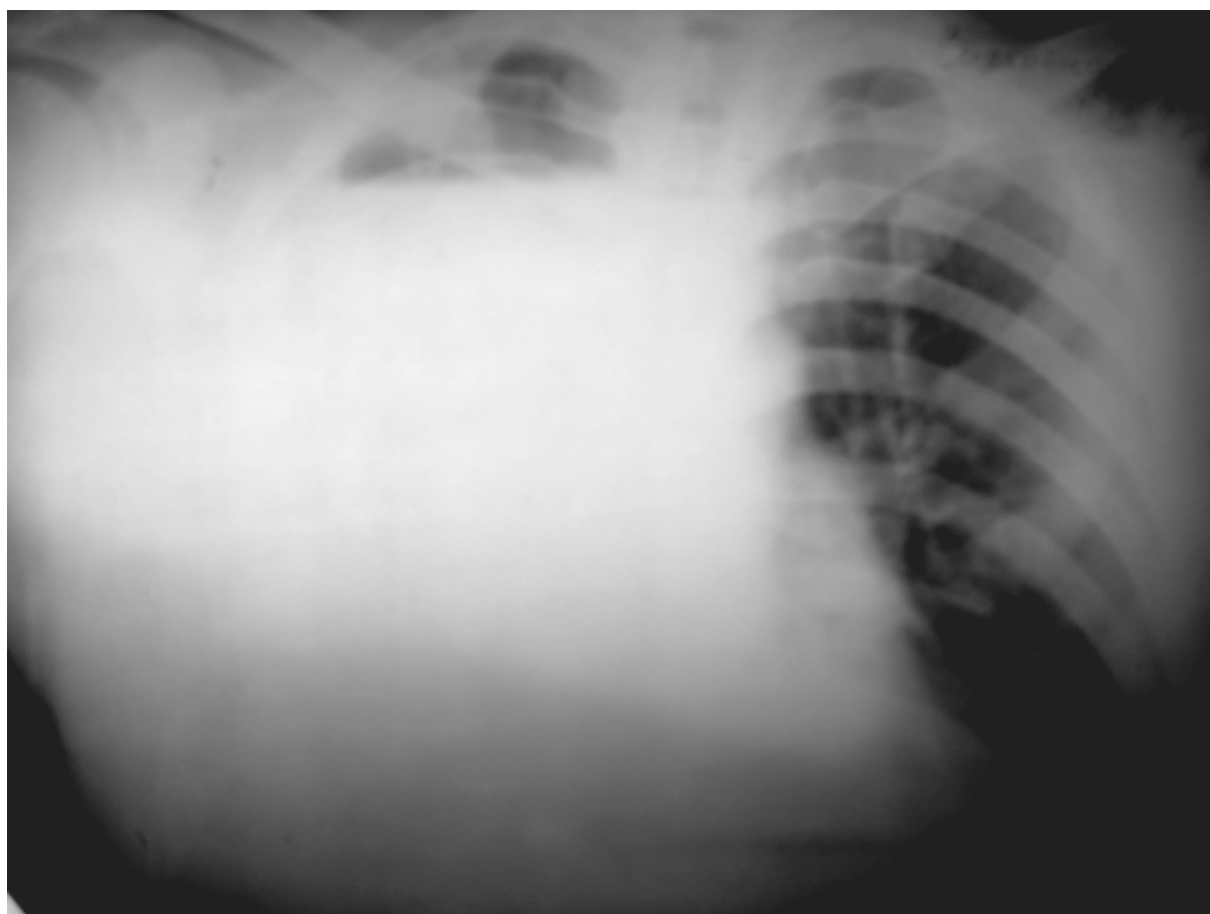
Обзорная рентгенограмма грудной клетки больного П., 42 года.
